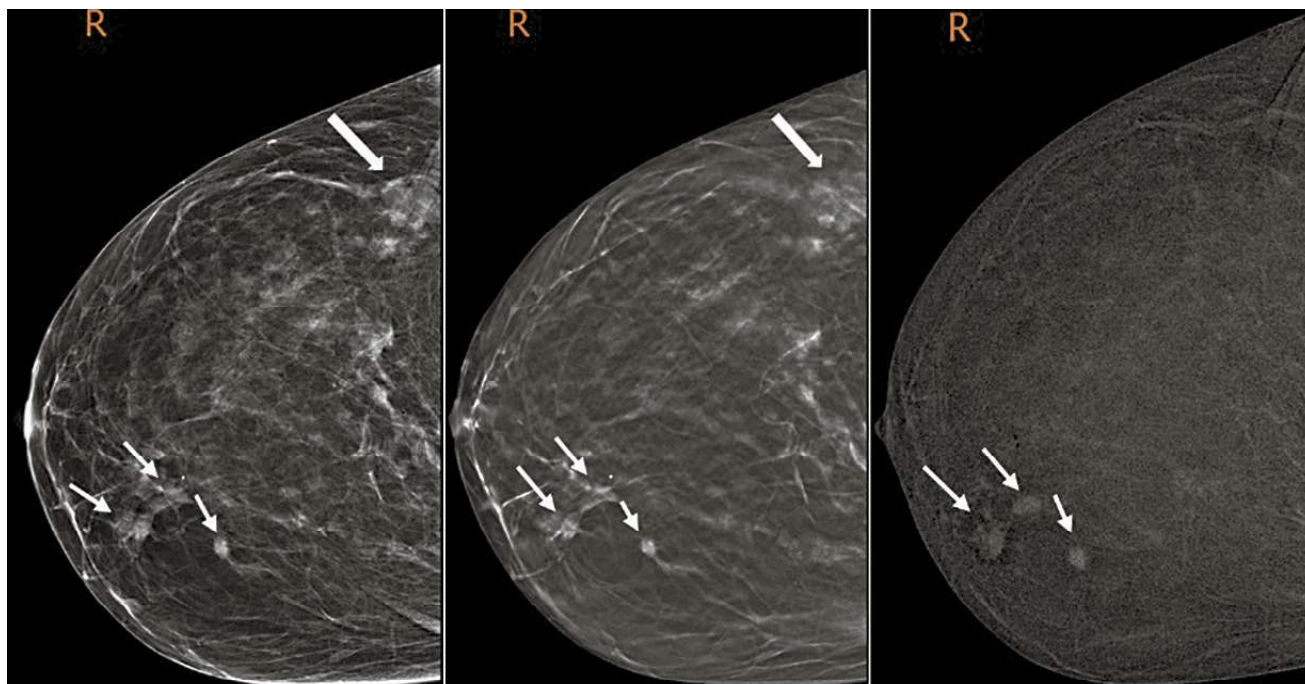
R-CC проекція правої ГЗ: цифрова мамографія, мамографія з томосинтезом, СЕМ (зліва направо відповідно). Білими тонкими стрілками позначені осередки інвазивної карциноми з рентгенологічно підтвердженою гіперфіксацією контрасту при внутрішньовенному підсиленні. Білою широкою стрілкою позначена група кіст у верхньо-зовнішньому квадранті без ознак фіксації контрасту при внутрішньовенному підсиленні.
